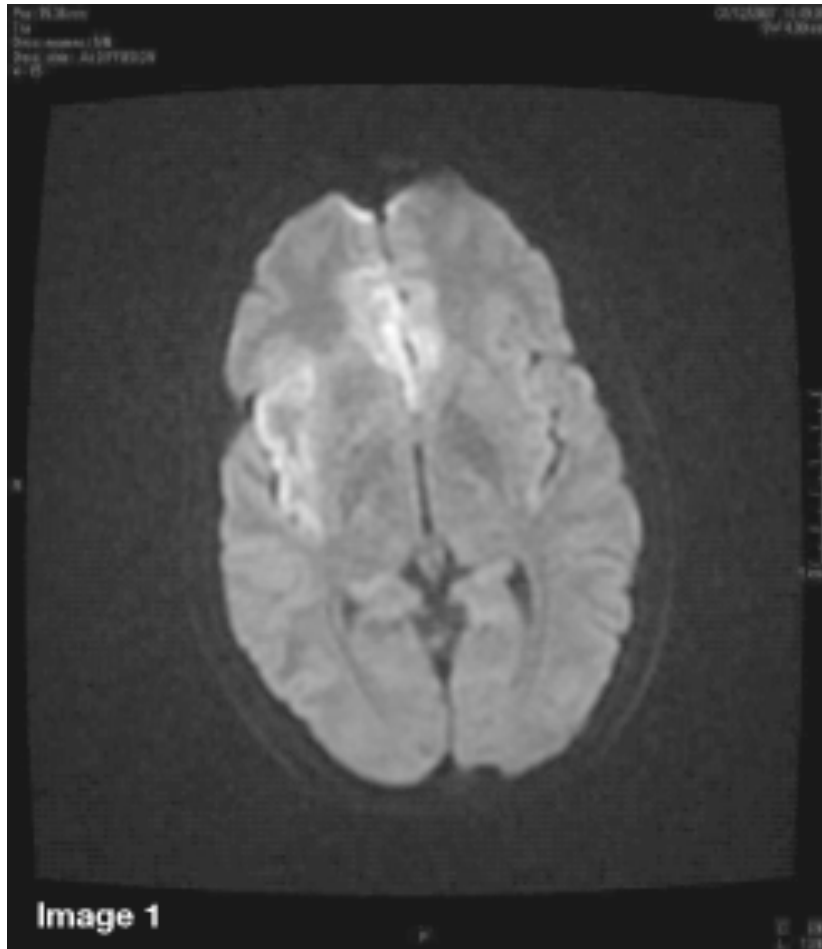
IRM cérébrale, séquence de diffusion: hypersignaux de l'insula et du girus cingulaire (topographie très évocatrice de ME herpétique).
